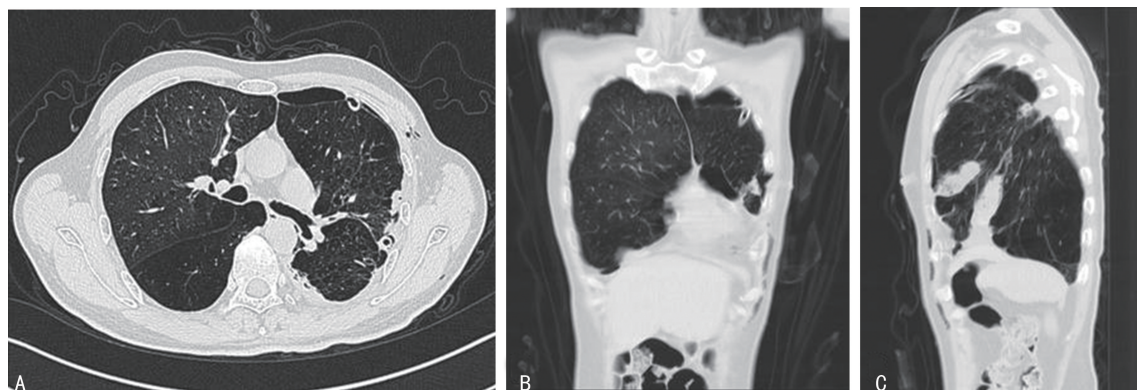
A:胸部 CT 横断面;B:胸部 CT 冠状面;C:胸部 CT 矢状面。
